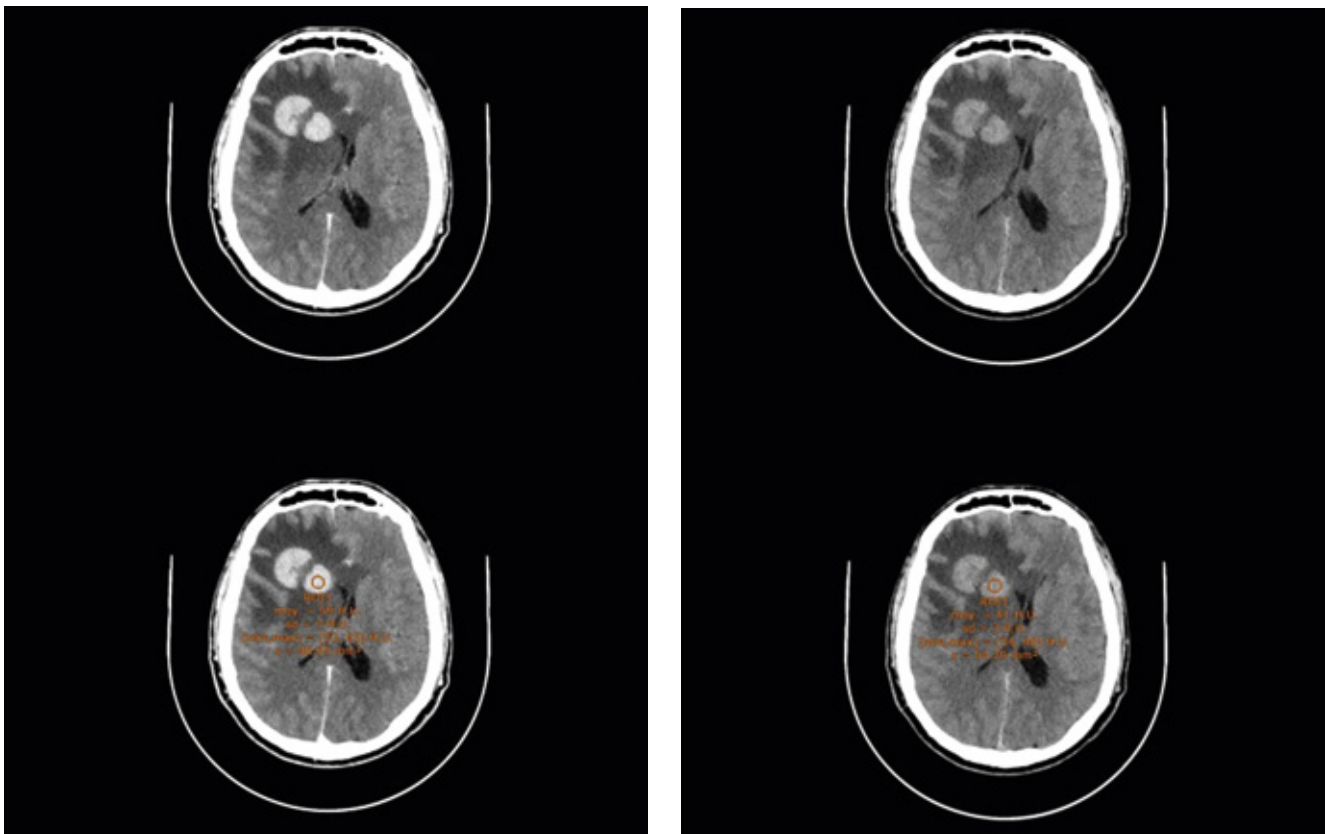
Computed tomography without (A) and with (B) injection. Right frontal lesion in spontaneous hyperdensity (A). The injection shows an enhancement of the lesion (B), excluding a hemorrhagic process. Digitiform right temporofrontal edema with moderate mass effect on ventricular system.
